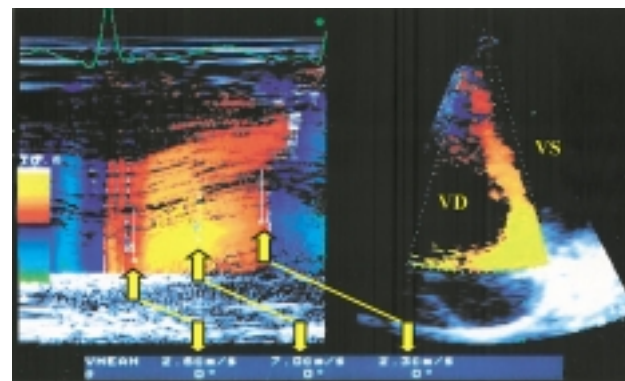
Color M-mode TD, proiezione apicale 4 camere. Dall'immagine bidimensionale (destra) la selezione di un appropriato fascio ultrasonoro permette di ottenere un'analisi M-mode del setto interventricolare. Il posizionamento di alcune regioni di interesse a livello basale del setto, durante la fase sistolica, permette di misurare un gradiente temporale proto-meso-telesistolico (freccie). VD = ventricolo destro; VS = ventricolo sinistro.
